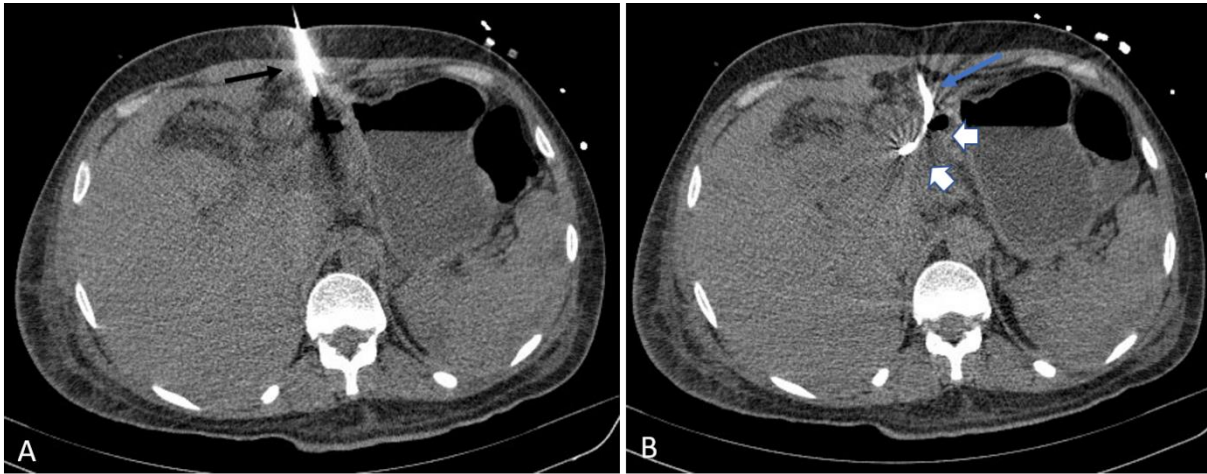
Drainage percutané d'une fistule pancréatique. TDM abdominale, coupe axiale en contraste spontané : drainage per cutané. (A) Vérification du trajet du mandrin (flèche noire) ; (B) Drain en place (flèche bleue) en regard de la collection (têtes de flèches blanches)
